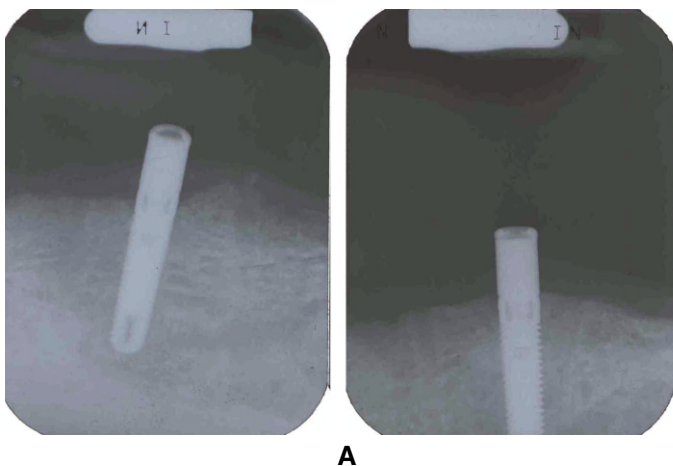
A: Periapical radiograms after delivery of final denture, B: Periapical radiograms after 6.5 years show minimal bone loss around implants.
